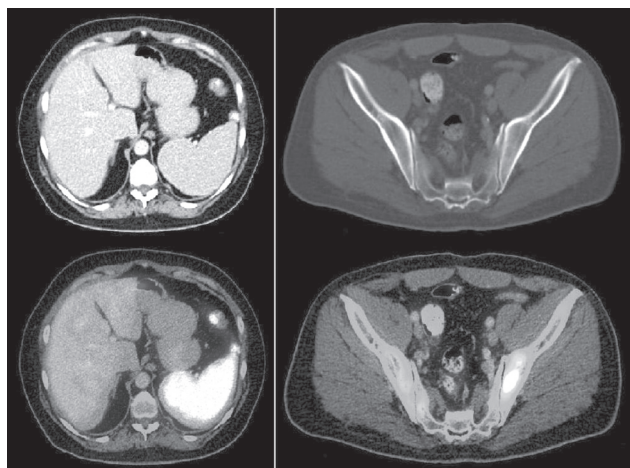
ПЭТ-КТ-сканы. Поражение органов при лимфомах без четко выраженных или при сомнительных структурных изменениях. Слева: пациент с лимфомой Ходжкина, незначительно увеличенная селезенка на МСКТ при совмещении изображения с ПЭТ показывает существенно повышенный уровень метаболической активности. Справа: пациент с лимфомой Ходжкина, в структурно не измененном теле левой подвздошной кости определяется очаг повышения метаболической активности
